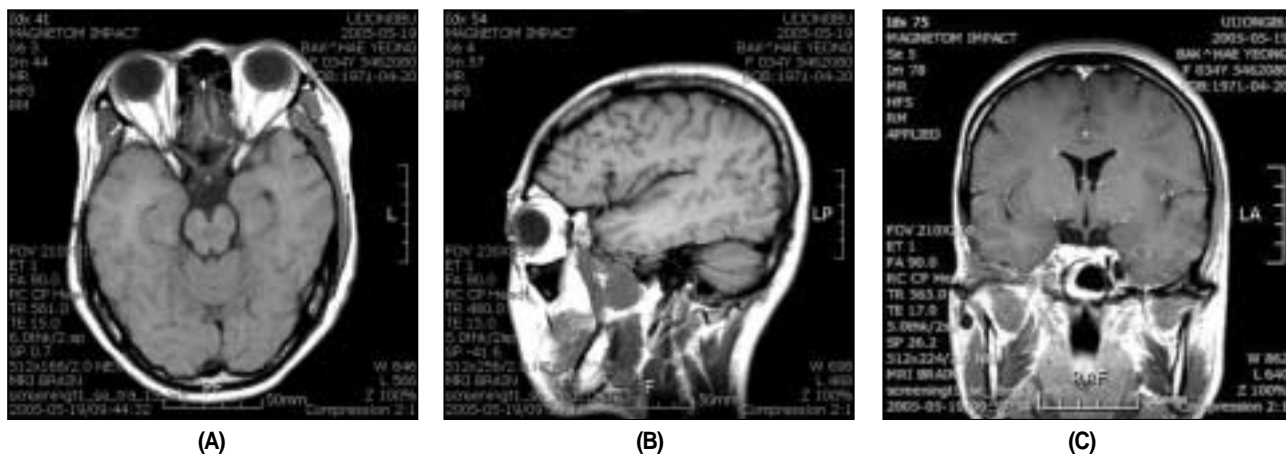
MRI image at the 9 months after third operation. MRI views show almost complete regression of tumor mass.
